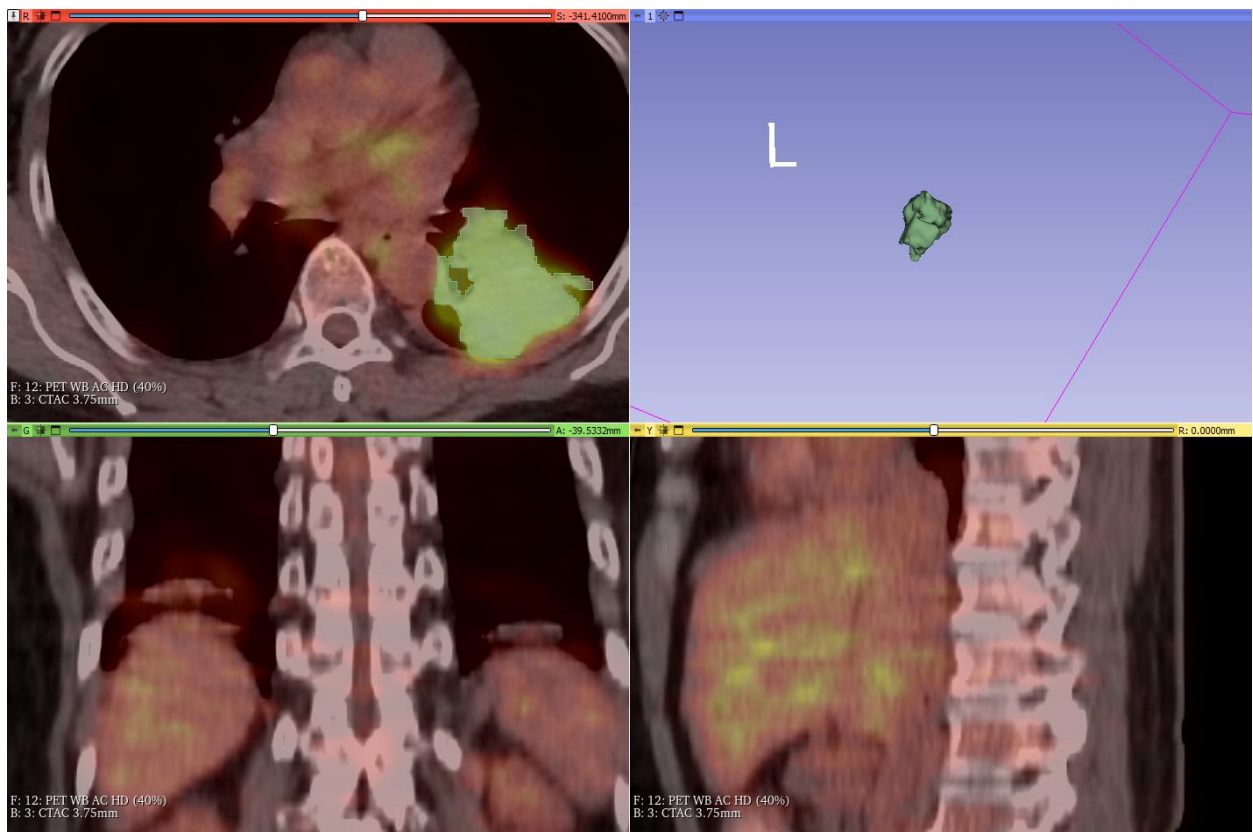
Ảnh PET/CT và một ảnh lát cắt của bệnh nhân UBHN27 ở các góc nhìn khác nhau.
